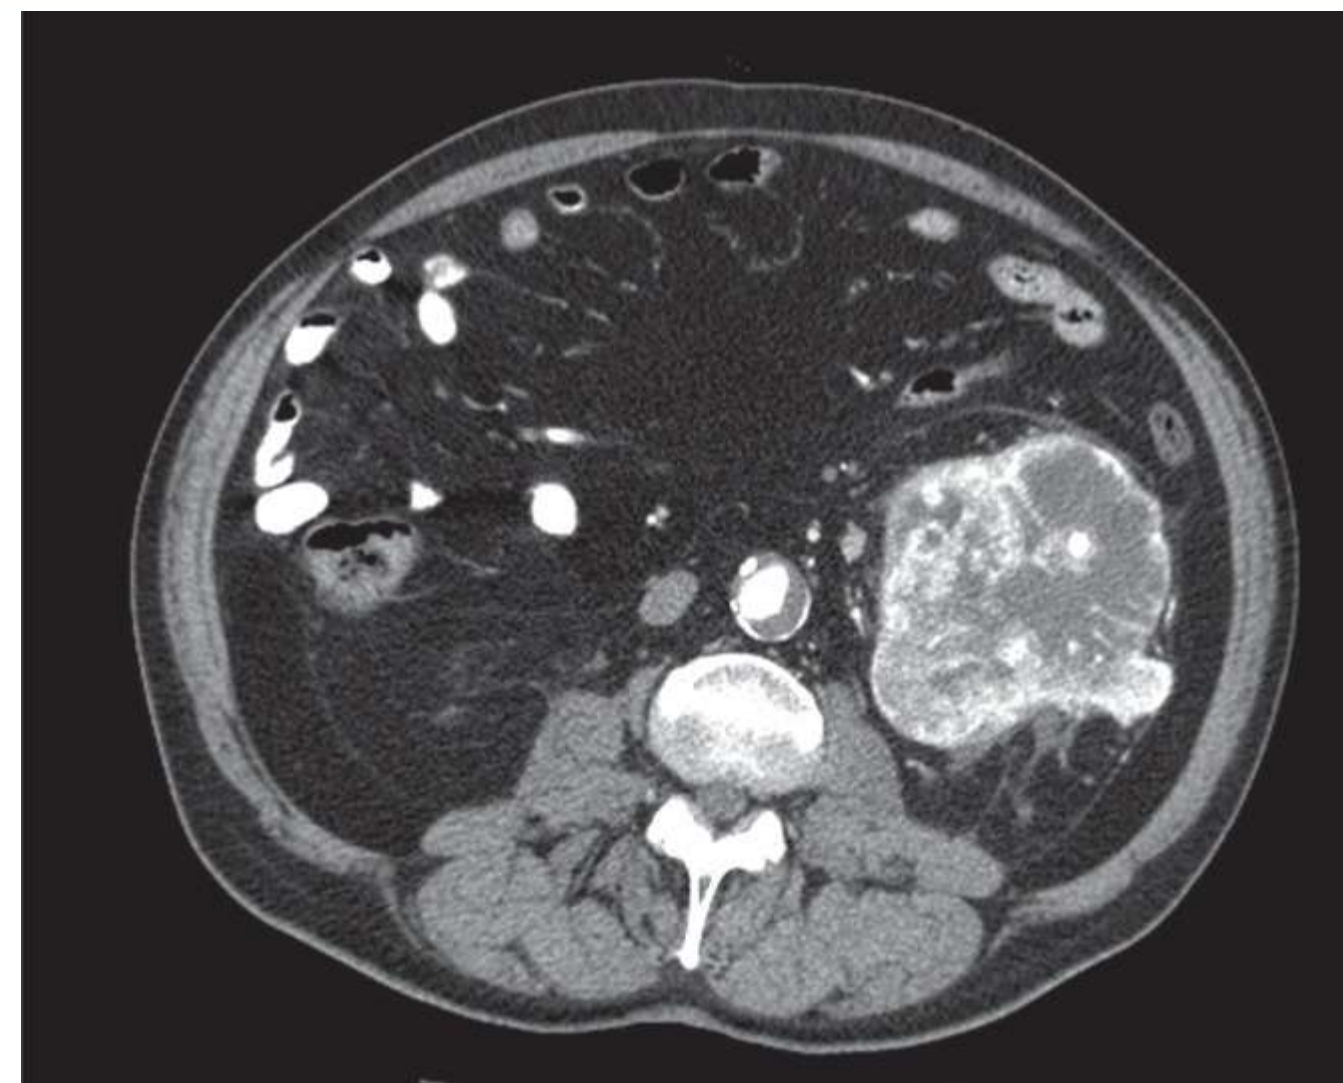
TAC que muestra tumor renal izquierdo.
